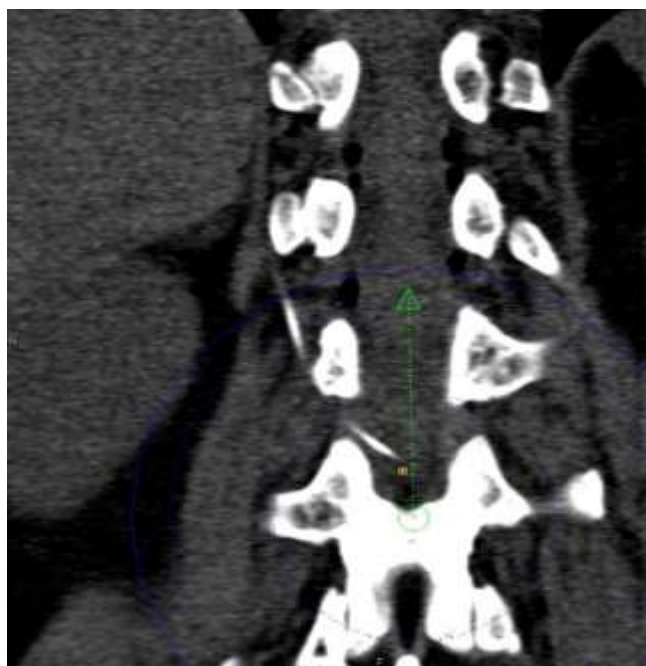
Tomografía axial computarizada lumbar.
